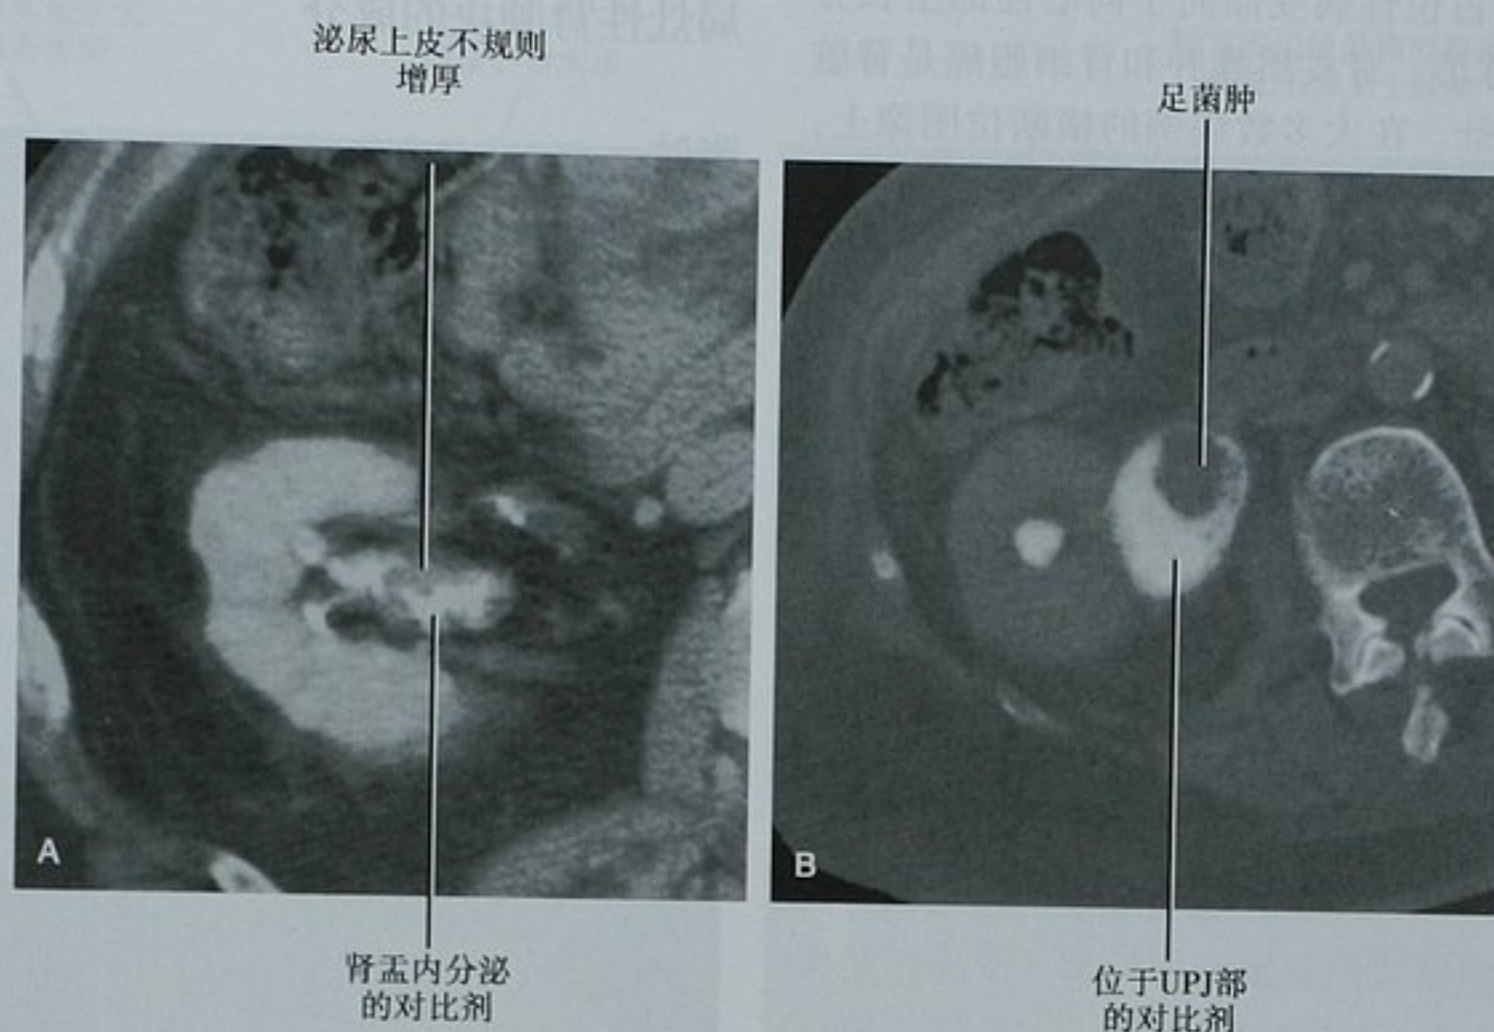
两个不同病例的增强 CT 分泌期右肾横断位图像显示肾盂充盈缺损。A. 不规则黏膜增厚,证实为泌尿上皮癌;B. 足菌肿。UPJ:肾盂输尿管连接部
